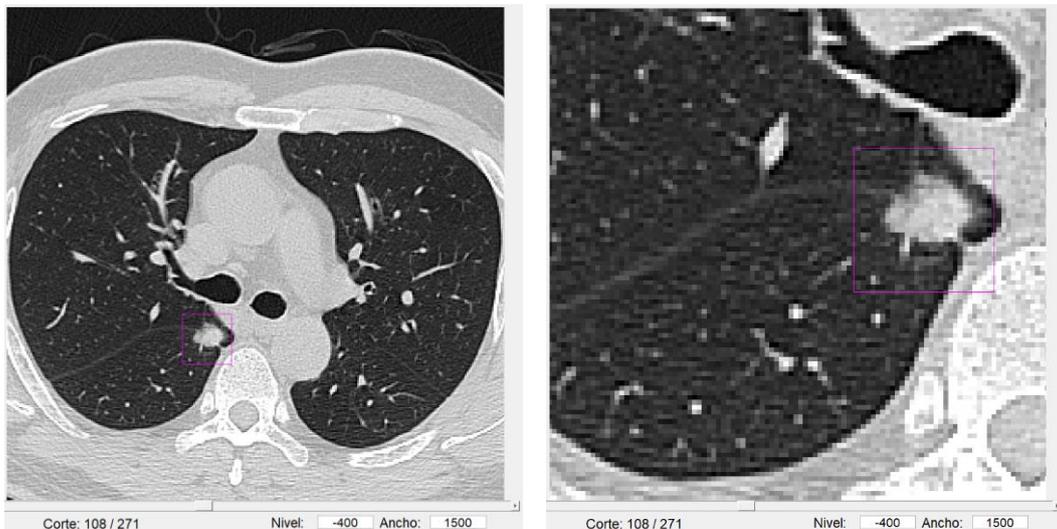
Caso perteneciente a la base de datos Lung PET-CT Diagnosis, con un estadio T=1, identificado como A0009_T-1b_N-0_M_0_
